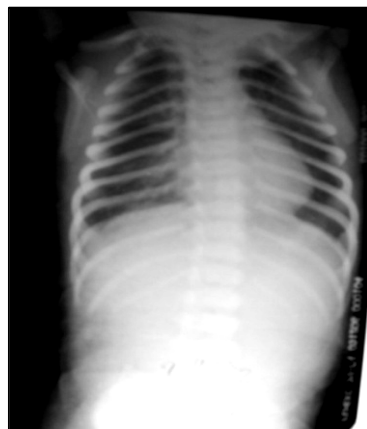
Radiografia toraco-abdominală anteroposterioară.
